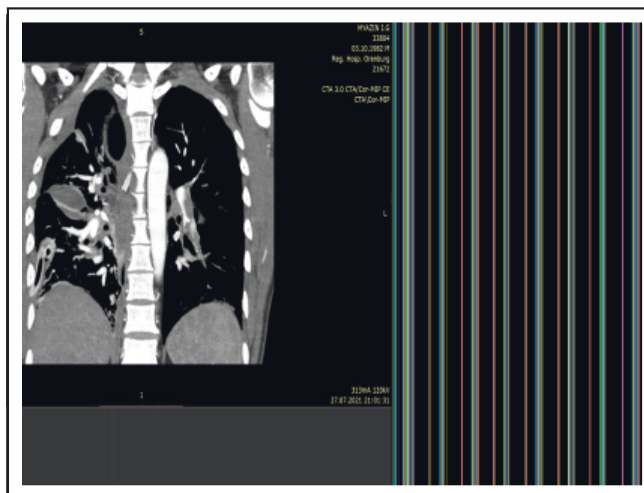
КТ-признаки шейного медиастинита (коронарная проекция)
